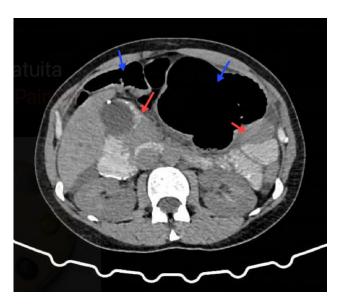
Tomografía de abdomen con contraste corte transversal. Se evidencia marcada distensión del ciego, alcanzando un diámetro transverso máximo de 10,5 cm con colapso del colon descendente (flechas azules) y presencia de líquido libre en saco peritoneal (flechas rojas). Fuente: Imagen diagnóstica institucional tomada por autores.
